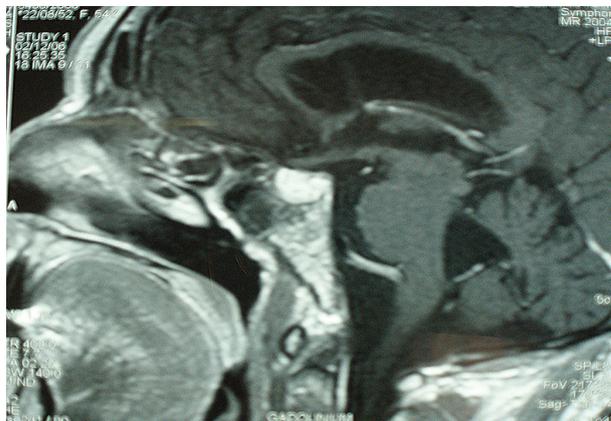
IRM cérébrale, coupe sagittale en séquence pondérée T1; avec injection de Gadolinium. Rehaussement intense, diffus et hétérogène de la lésion
